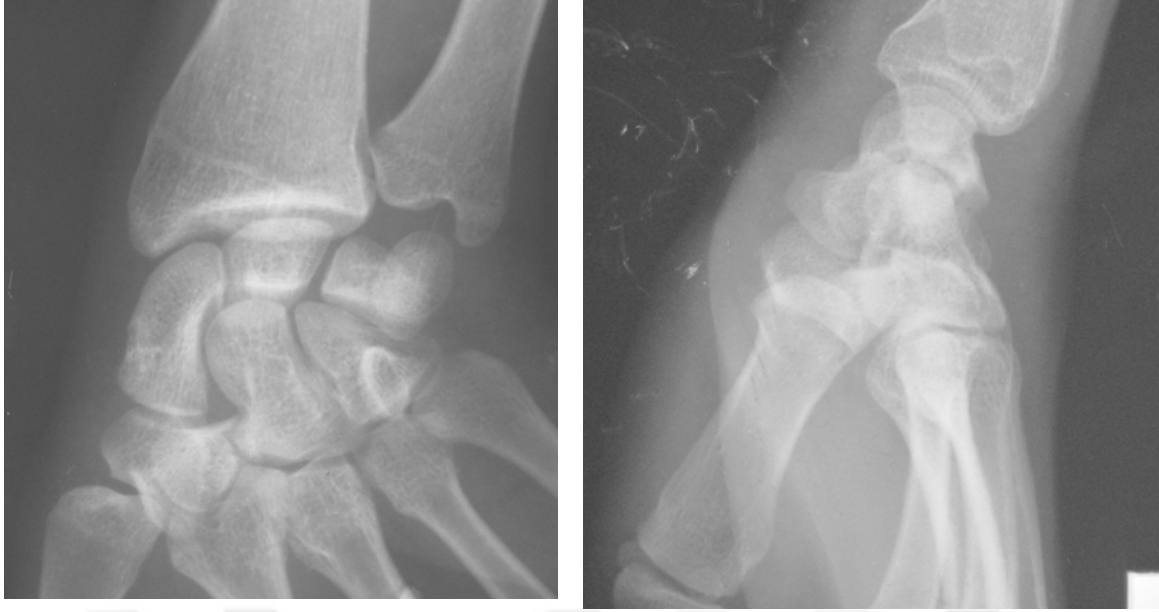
Olgu 1. 15 yaşındaki erkek hastanın sağ el bileği AP ve lateral grafisi.
